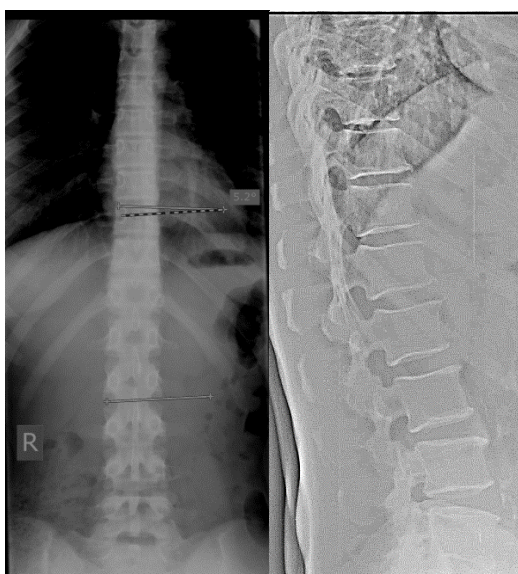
Рентгенограмма пациента И., 9 лет, с идиопатическим сколиозом I-ой степени в прямой и боковой проекциях в положении «стоя»
